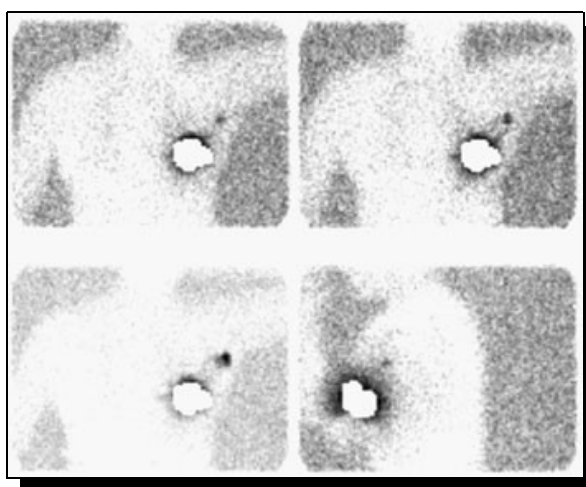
Linfoscintigrafia che illustra la localizzazione del linfonodo sentinella (il punto scuro) con l'uso di un tracciante. Sul seno è stata posta una protezione di piombo.
